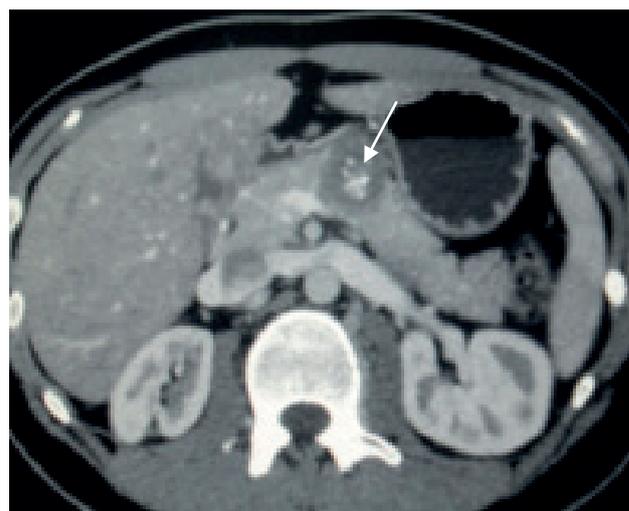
КТ-изображение СППО тела ПЖ. Венозная фаза. Аксиальный срез.
